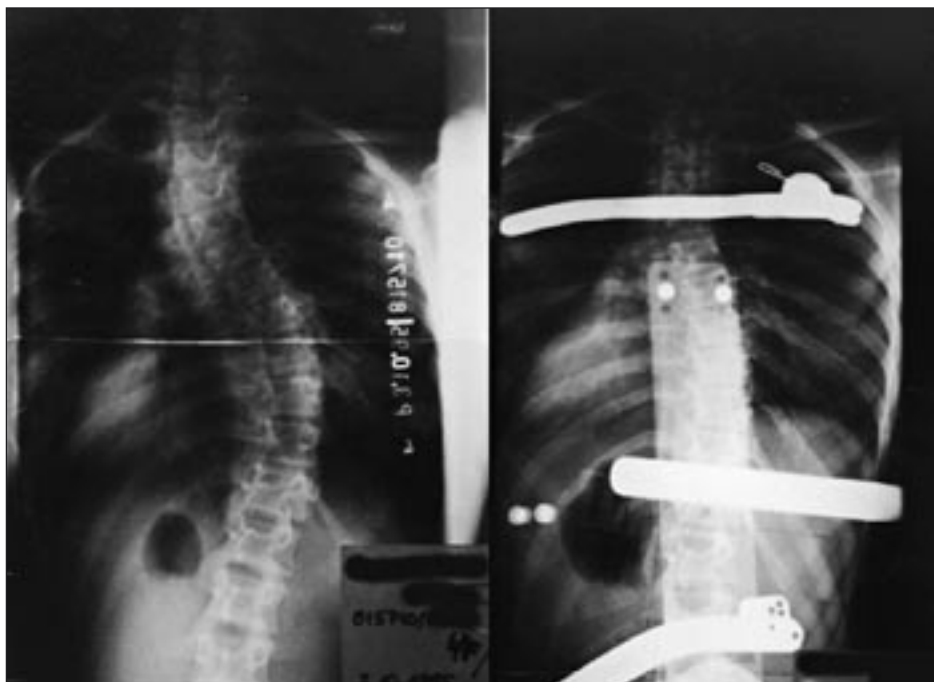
The frontal X-ray of the patient without and with the corrective brace, thoracic and lumbar angles.
